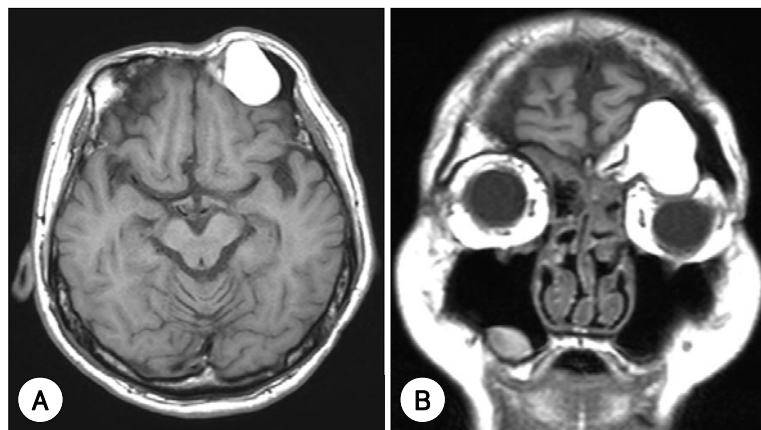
Preoperative radiologic findings. Axial T1-weighted image (A) shows the cystic mass with high signal intensity in the left frontal sinus. Coronal T1-weighted image (B) shows also the cystic mass with high signal intensity in the same region. This lesion compresses the frontal lobe of cerebral hemisphere & eyeball.
